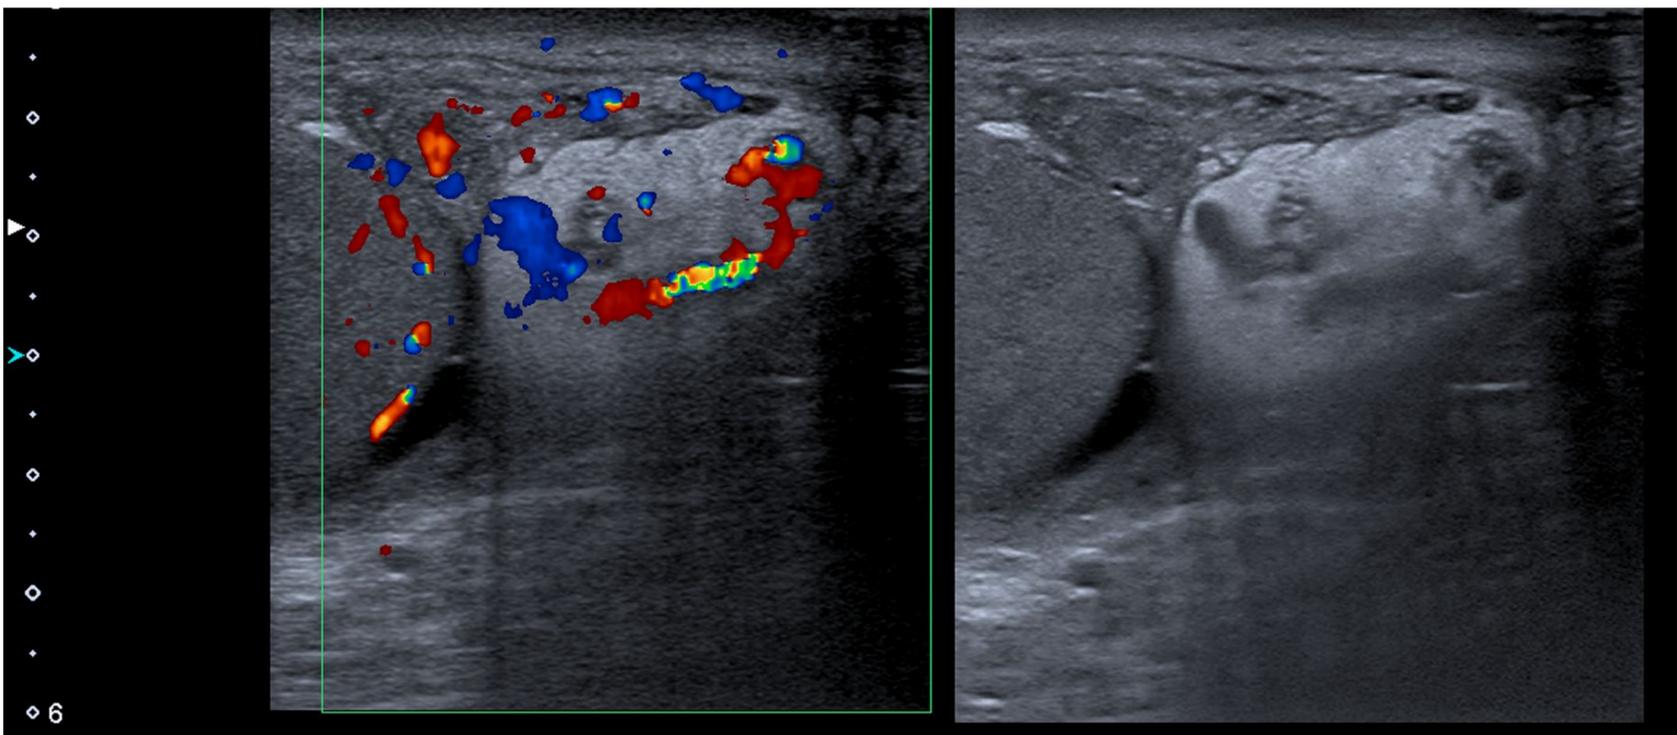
Aumento de tamaño de la cola del epidídimo con hiperecogenicidad de la grasa adyacente y aumento de la vascularización en modo Doppler. Hallazgos compatibles con epididimitis.
